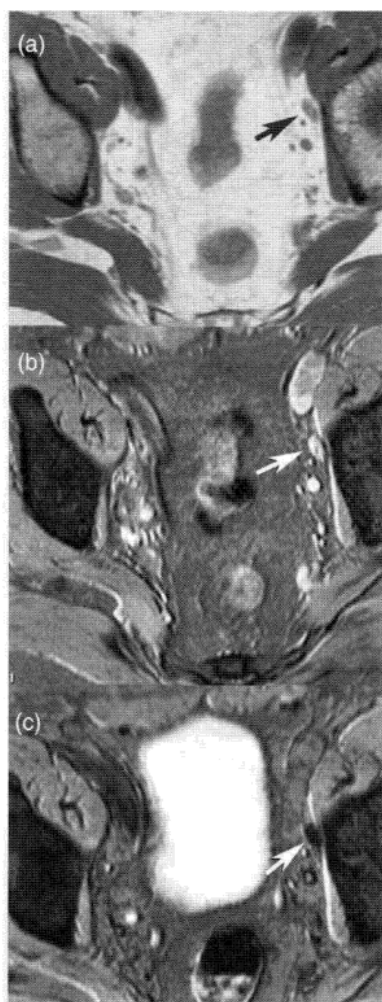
正常淋巴系统-MRI。(a) T_1 加权图像。正常淋巴结呈低信号(箭)。(b) T_2 加权加脂肪饱和序列。淋巴结呈高信号(箭)。(c) T_2 加权加脂肪饱和序列，静脉注射铁质子 24h 后：正常淋巴结信号明显降低(箭)。引自 Professor Bellin, MD, Paul Brousse Hospital, 94804 ViUeujuif, France.
